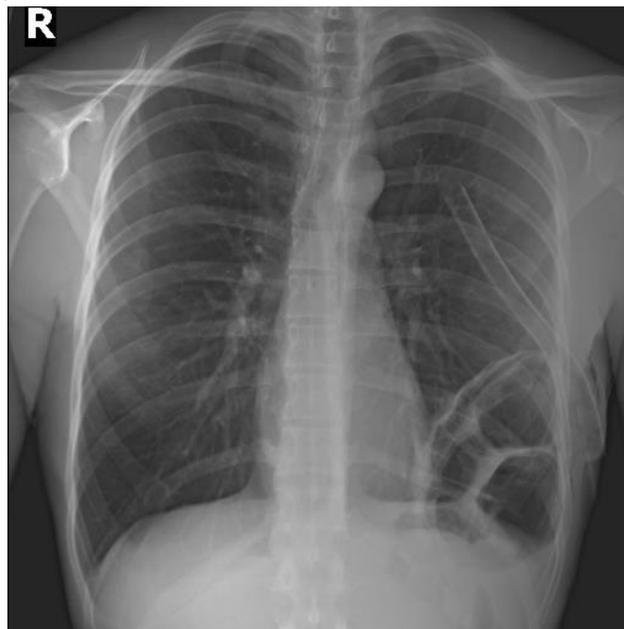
Radiografia de tórax da admissão.
